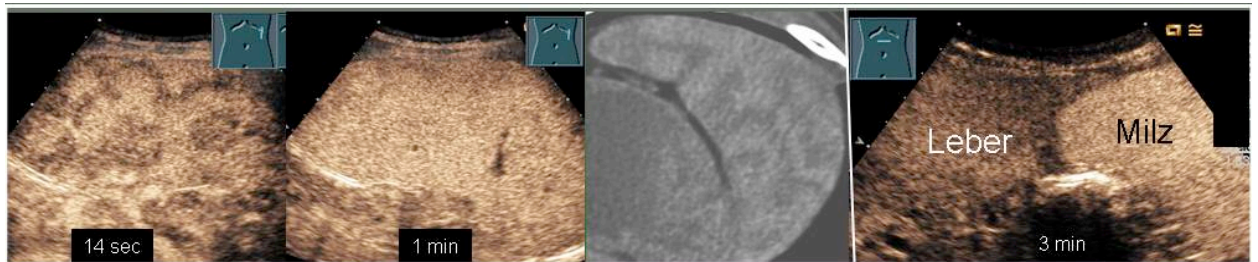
Darstellung der Kontrastmittelanflutung in der Milz nach 14 s und 1 min. Nach 14 sec ist eine inhomogene KM Anreicherung zu erkennen (Tigerfell). Dieses Bild zeigt auch die CT Untersuchung (mittleres Bild). In der parenchymalen Phase nach 3 min zeigt die Milz im Vergleich zur Leber ein verstärktes Enhancement. (Abb. Görg, C. Ultraschallzentrum, Marburg)
